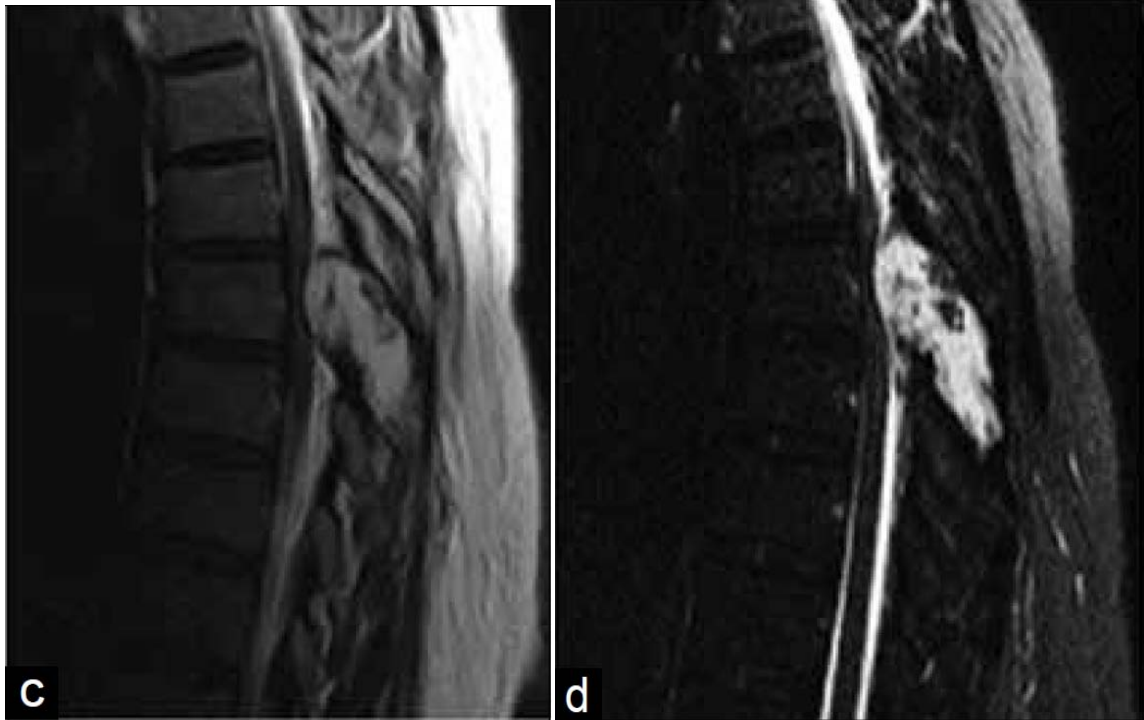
IRM : (c et d) Images pondérées en T2 et STIR (short tau inversion recovery) en vue sagittale du niveau médio-thoracique montrant la compression de la moelle épinière par la lésion hyperintense hétérogène.
